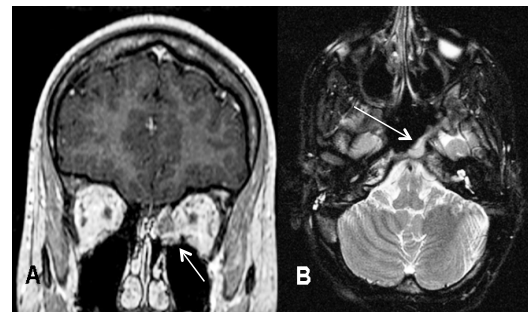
Kontroll-MRT Kopf, T1 und T2-Wichtung
